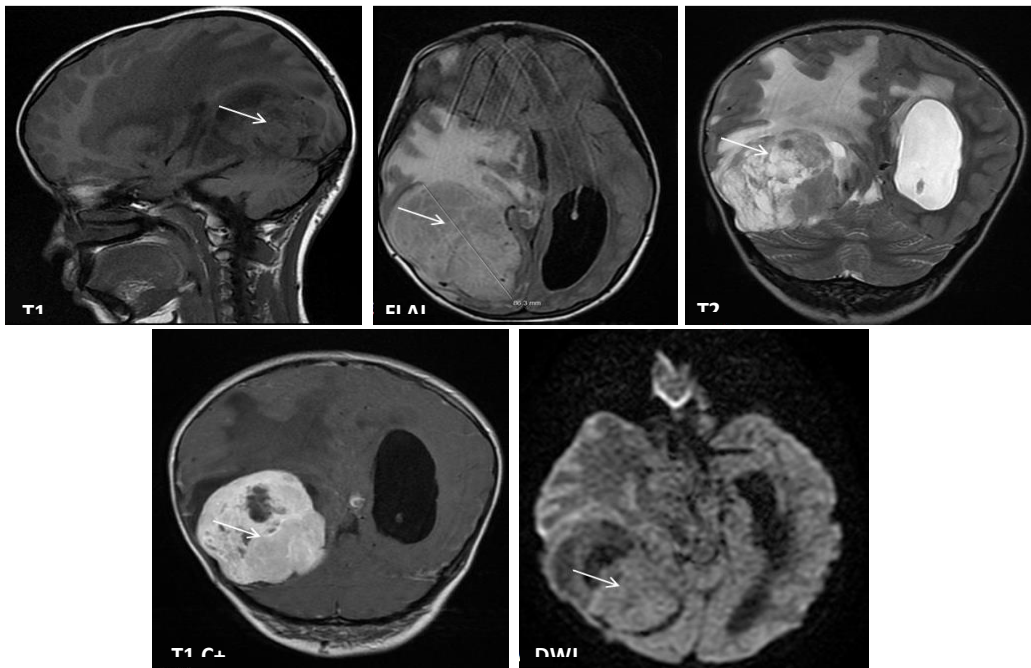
IRM cérébrale de diagnostic¹.
